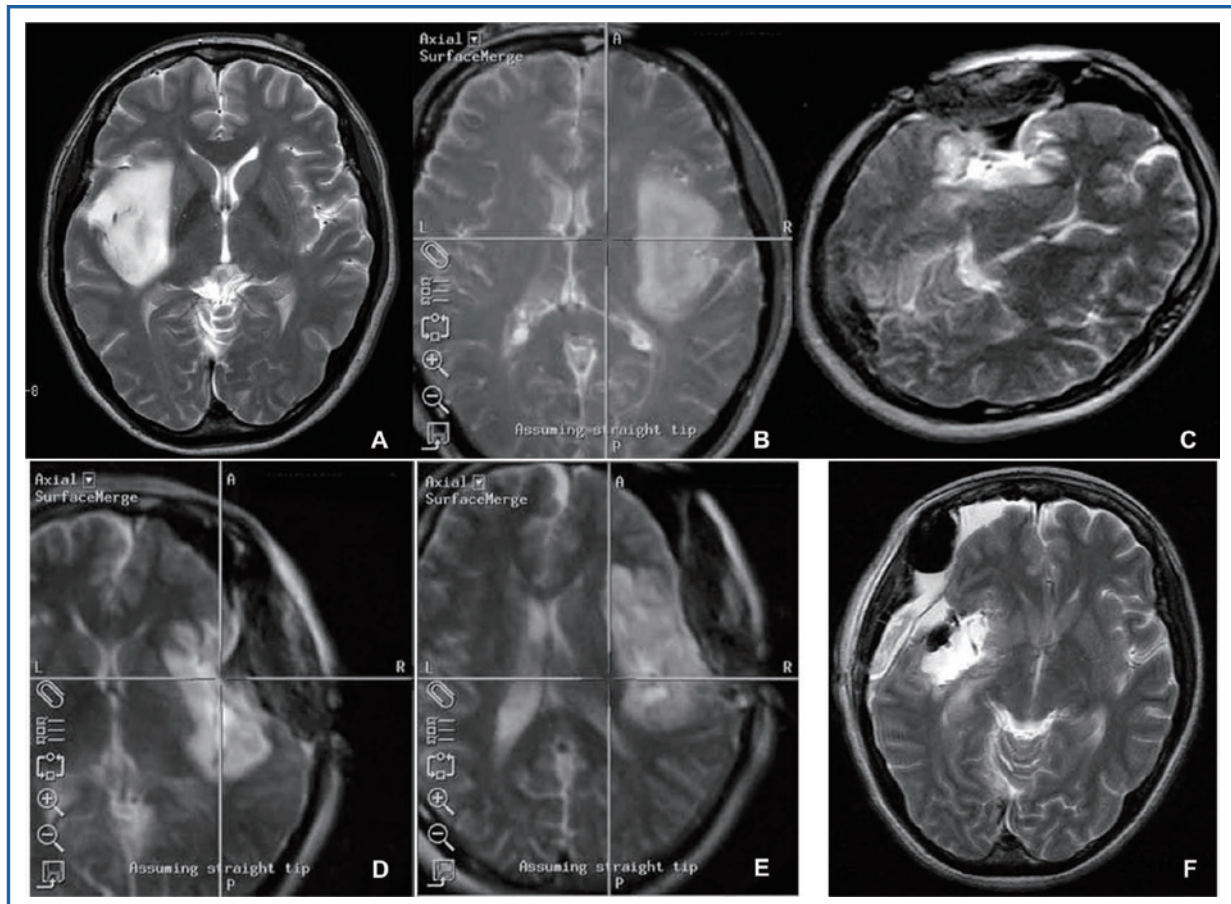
Accounting for brain shift on the intraoperative images. A 43-year-old woman with a low-grade glioma presented with a seizure. A, the preoperative T2-weighted image showed a right insular and temporal tumor. Achieva-X 3.0 T (Philips Healthcare, Andover, Massachusetts) image-sequence parameters: T2-weighted fast spin echo (FSE), repetition time (TR), 4000 ms; echo time (TE), 90 ms; field of view (FOV), 24 cm; matrix, 448 × 353; slice thickness, 6 mm; intergap, 1.5 mm. B, when aimed at the top of the tumor during resection, navigation based on the preoperative images showed the location deep inside the basal ganglion. Here, the navigation view showing the right side of the patient on the right. (Flipped compared with the regular magnetic resonance imaging (MRI) view as in A and F). C, the first intraoperative T2-weighted image showed residual insular tumor and intact surrounding tissue. The current system image-sequence parameters: T2-weighted FSE; TR, 4190 ms; TE, 120 ms; FOV, 25 cm; matrix, 192 × 256; slice thickness, 7 mm; intergap, 0.7 mm. D, the first intraoperative image was fused to the preoperative images through an anatomic match, and navigation was recalculated based on the new image. The navigation probe pointing over the tumor in the surgical site indicates the surface of the tumor in the navigation image. The navigation information was reupdated. E, after resection of the tumor, the navigation probe is pointing slightly inside the normal tissue due to additional brain shift. D and E are also from navigation image of the first intraoperative image, which is reversed from the original image sequence. F, the postoperative image shows subtotal resection of the insular lesion. Achieva-X 3.0 T image-sequence parameters: T2-weighted FSE; TR, 4080 ms; TE, 98.74 ms; FOV, 24 cm; matrix, 448 × 353; slice thickness, 6 mm; intergap, 1.5 mm.
